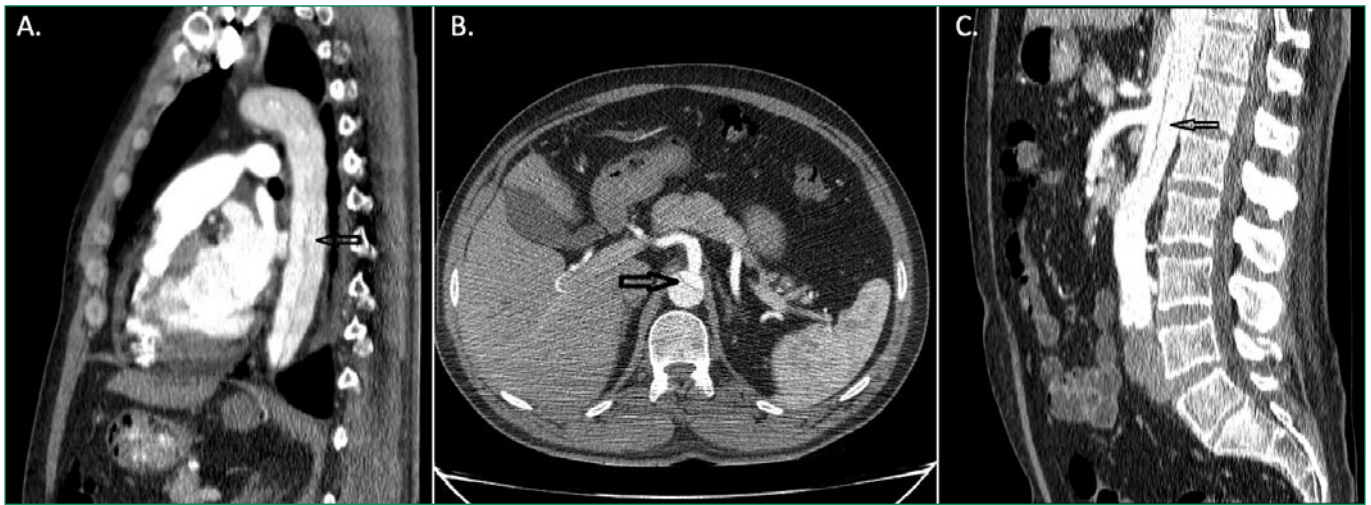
DeBakey type I aortic dissection (arrows) in patient K., 47 years old, according to multislice computed tomography of the thoracic (A) and lumbar (B, C) regions with bolus contrast (Ioversol 250 ml)
